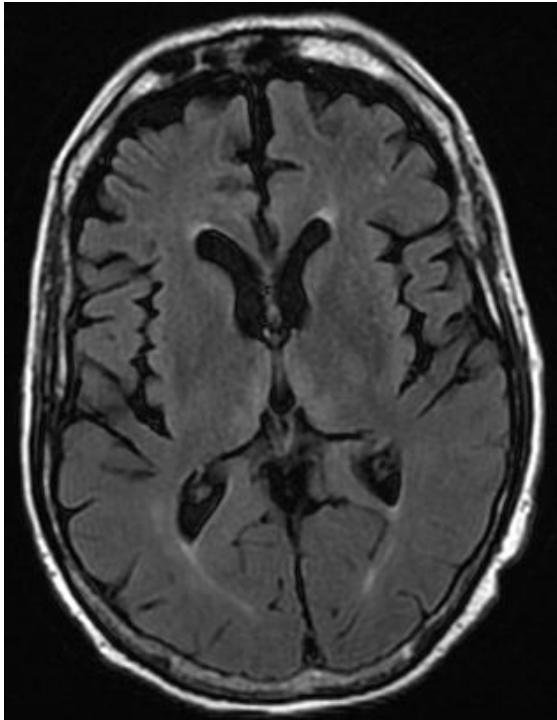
Hiperintensidades bilaterales y simétricas en T2-FLAIR alrededor del III ventrículo con sutil restricción a la difusión, en paciente con antecedente de alcoholismo crónico y clínica neurológica.
